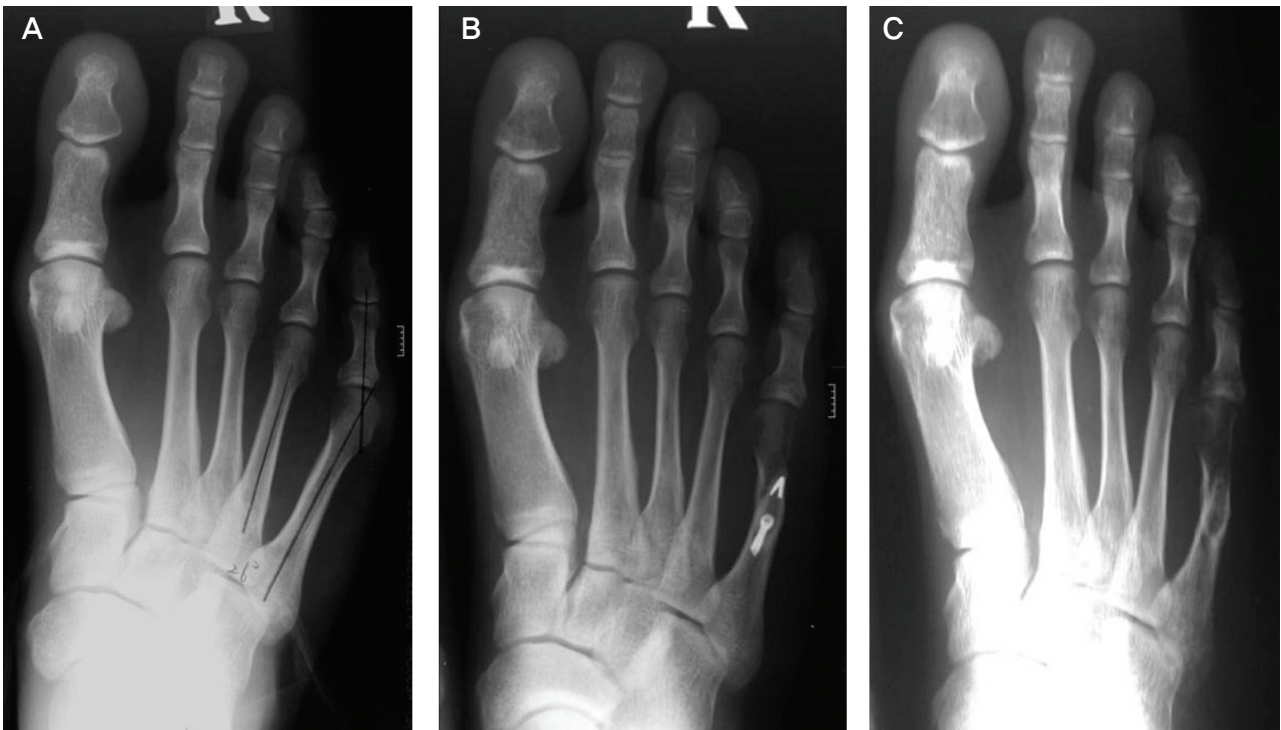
(A) The radiograph of right foot of 27 year-old male shows moderate bunionette deformity. Preoperative 5th metatarsal-phalangeal angle was 26° and the 4th intermetatarsal angle was 11°. (B) The bunionette deformity was adequately corrected with diaphyseal oblique osteotomy. (C) The radiograph at postoperative 2 years shows well maintained correction of the deformity.
